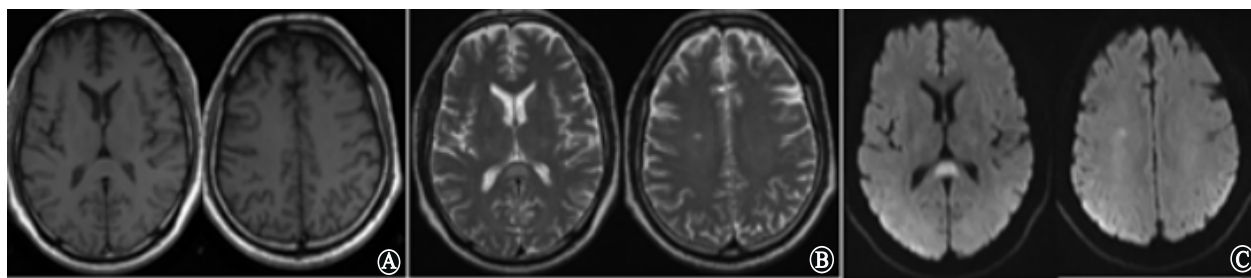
成人大叶性肺炎伴有胼胝体压部可逆性病变的轻度脑炎/脑病发病第3天头颅MRI:A为T1加权像(T1WI)显示胼胝体压部呈低信号,半卵圆中心信号不明显;B为T2加权像(T2WI)胼胝体压部、半卵圆中心高信号;C为弥散加权像(DWI)胼胝体压部、半卵圆中心高信号
